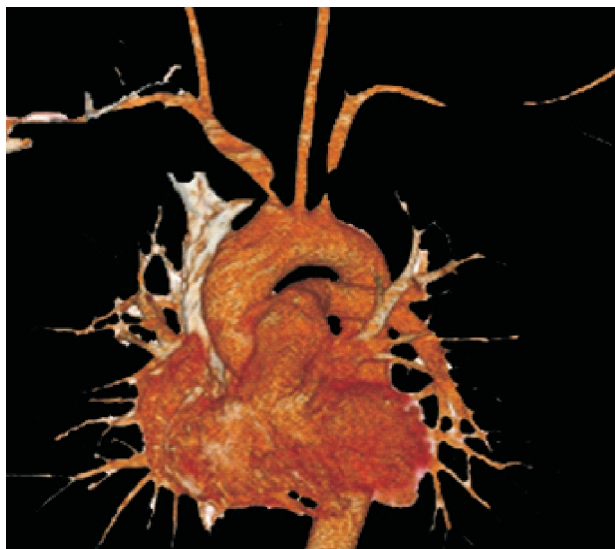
Angiotomografía con reconstrucción tridimensional que evidencia estenosis en grandes vasos. Imagen tomada al momento del diagnóstico.
